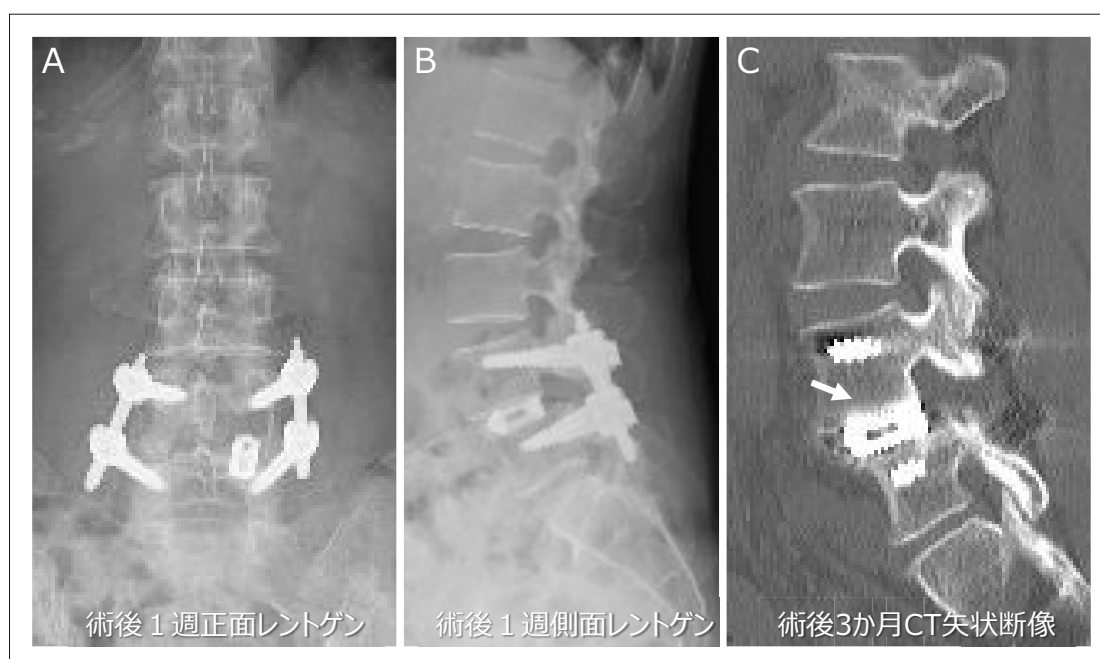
腰椎固定術患者の術後レントゲン正面像 (A)，側面像 (B)，およびCT 矢状断像 (C)．CT では椎間ケージと接している椎体終板には嚢胞形成などの異常所見は認められない (矢印)．
